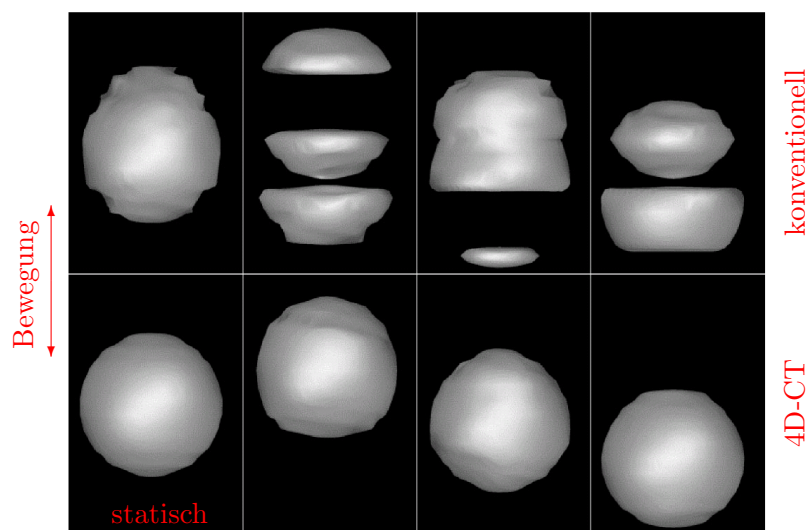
Gezeigt sind Isoflächen einer Kugel ($r = 1.2$ cm, statischer Fall unten links), die periodisch eindimensional bewegt wurde ($A = 1$ cm, $T = 4.4$ s). Die Aufnahmen der oberen Reihe sind unter konventioneller axialer CT durchgeführt. Die Artefakte entstehen aufgrund der Wechselwirkung der schichtweisen Abtastung mit der Bewegung. Die restlichen Aufnahmen erfolgten mittels 4D-CT (29 Bewegungsphasen pro Tischposition). Sie sind zeitlich aufgelöst und entsprechen in der Form im Wesentlichen dem statischen Fall (aus [Rie05a]).
